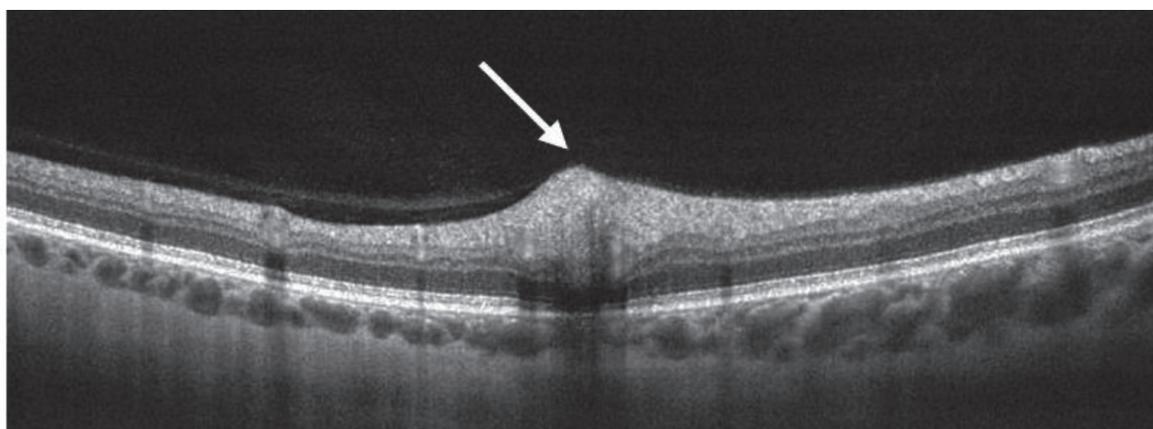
Офтальмологическая когерентная томография: крупный гиперрефлективный участок с четкими границами на уровне внутреннего плексиформного слоя сетчатки
